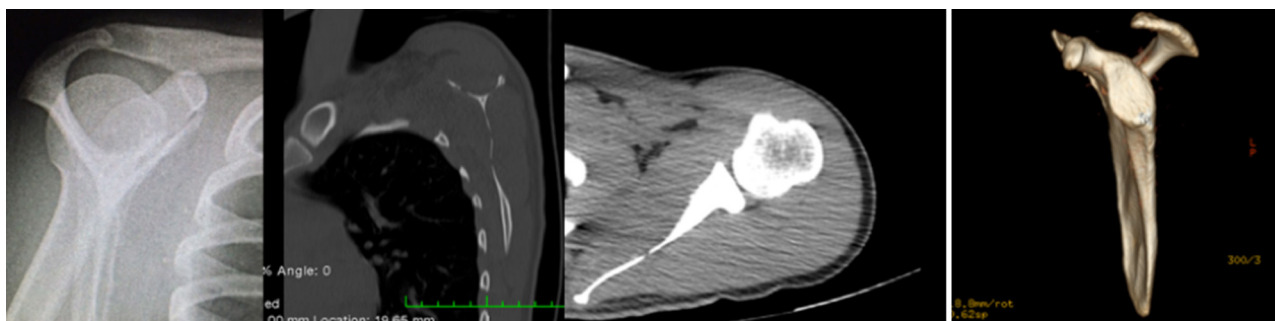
Radiografia e tomografias pós-operatórias que mostram êxito na retirada de todo o tumor.
